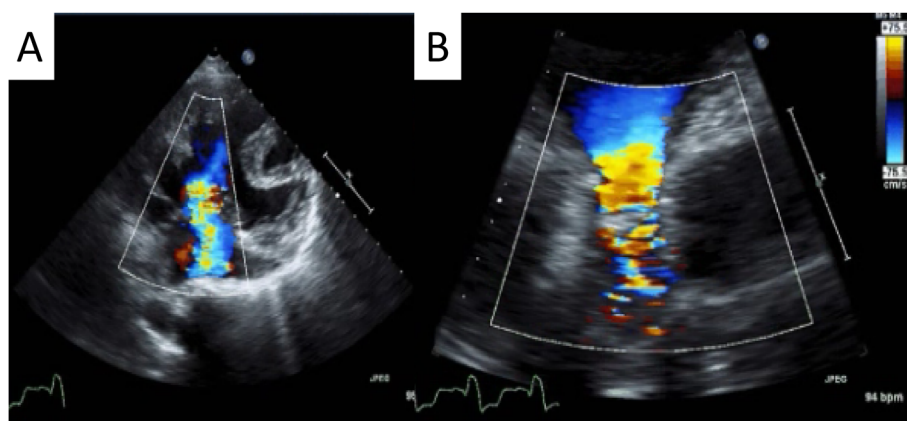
Preoperative transthoracic echocardiogram
